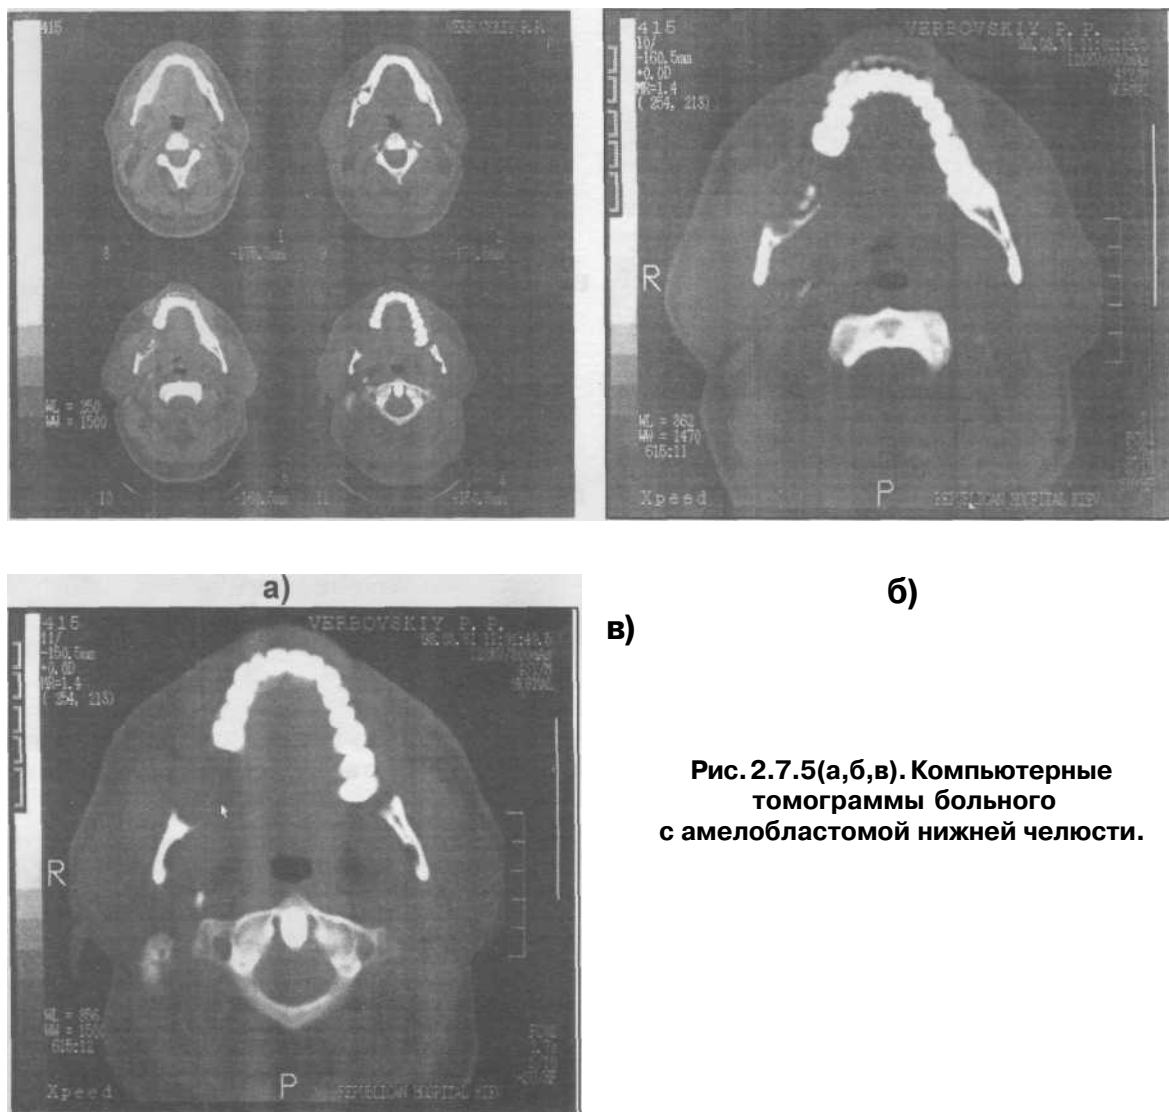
(а,б,в). Компьютерные томограммы больного с амелобластомой нижней челюсти.
